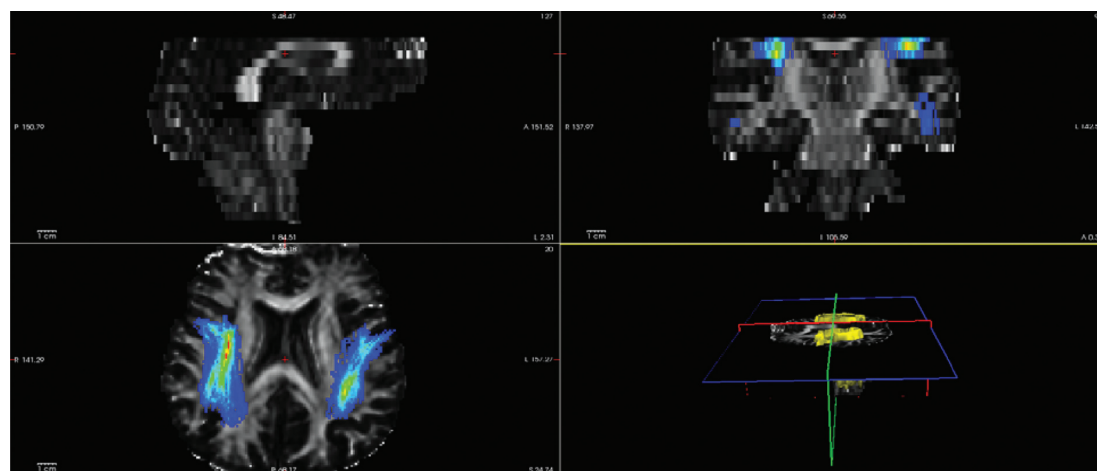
Ход верхнего продольного пучка в височной доле (superior longitudinal fasciculus – temporal) по данным МРТ
